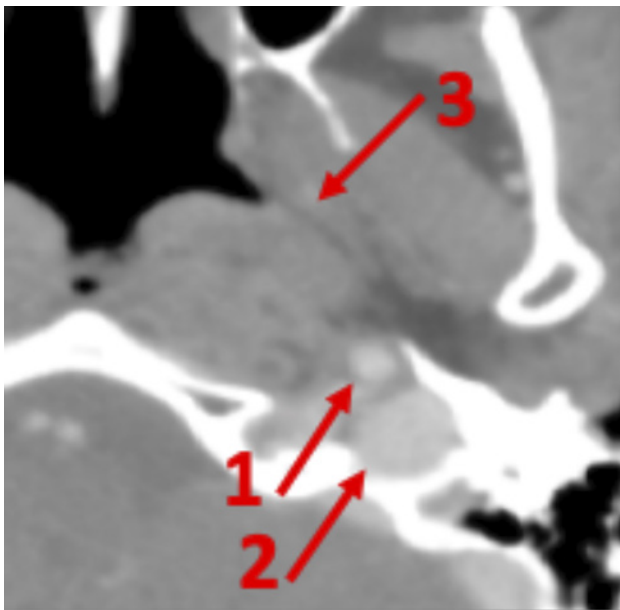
Secuencia de una TAC donde se muestra la anatomía carotidea (1) y yugular (2) en relación a la porción cartilaginosa de la trompa de Eustaquio (3).
